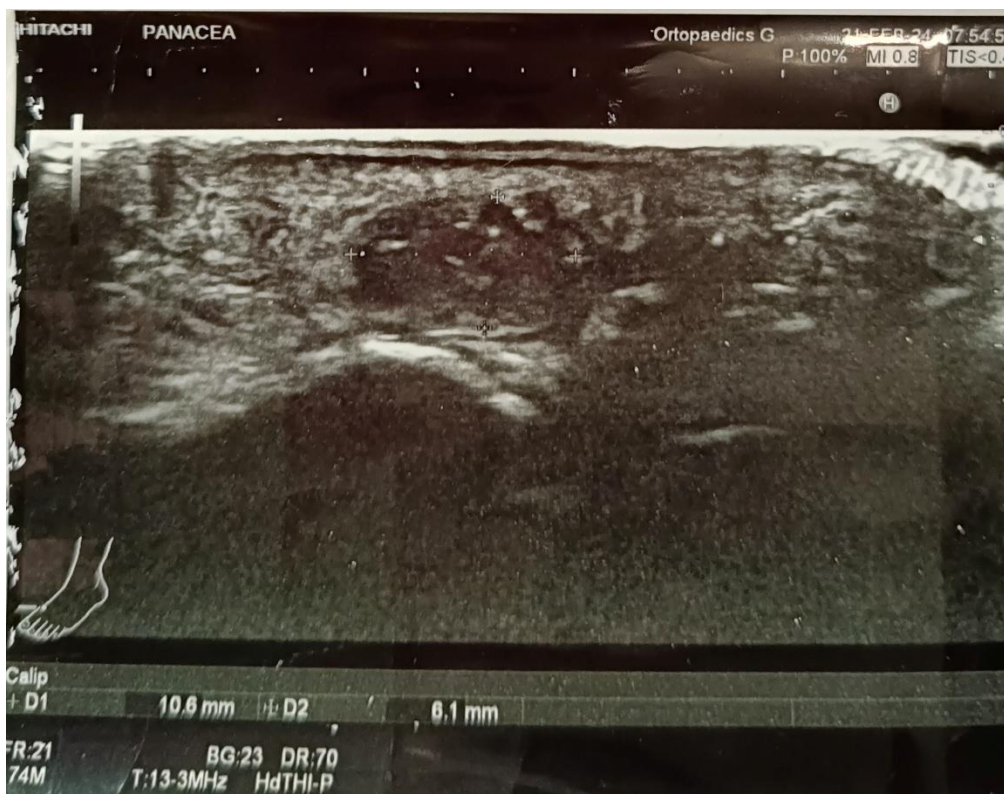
УЗИ мягких тканей зоны интереса
